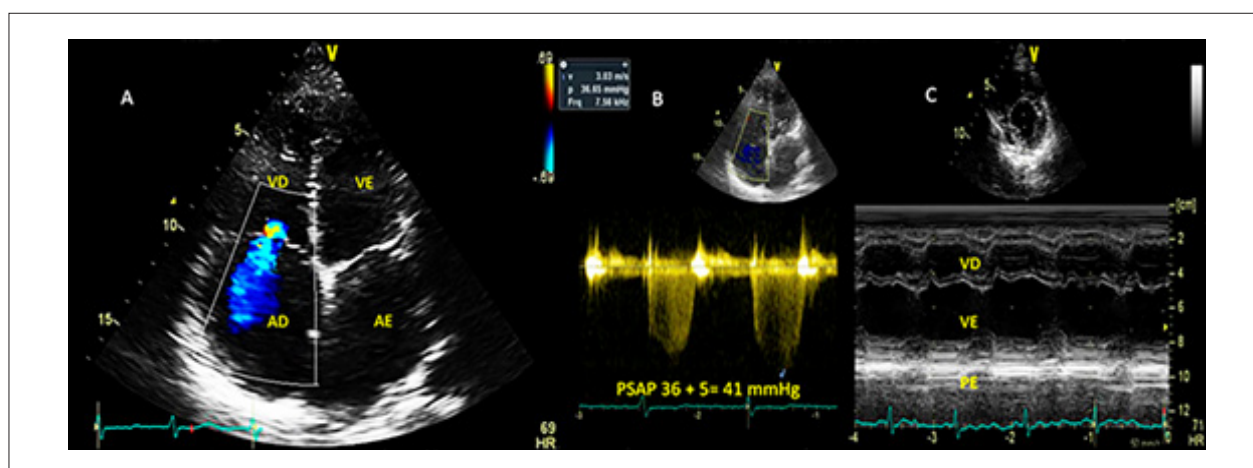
A) Eco 2D 4C mostrando dilatação dos átrios e refluxo tricúspide; B) Estimativa da pressão sistólica pulmonar com o Doppler contínuo; C) Modo M “septal bounce” e espessamento pericárdico. VD: ventrículo direito; VE: ventrículo esquerdo; AD: átrio direito; AE: átrio esquerdo; PSAP: pressão arterial pulmonar.
